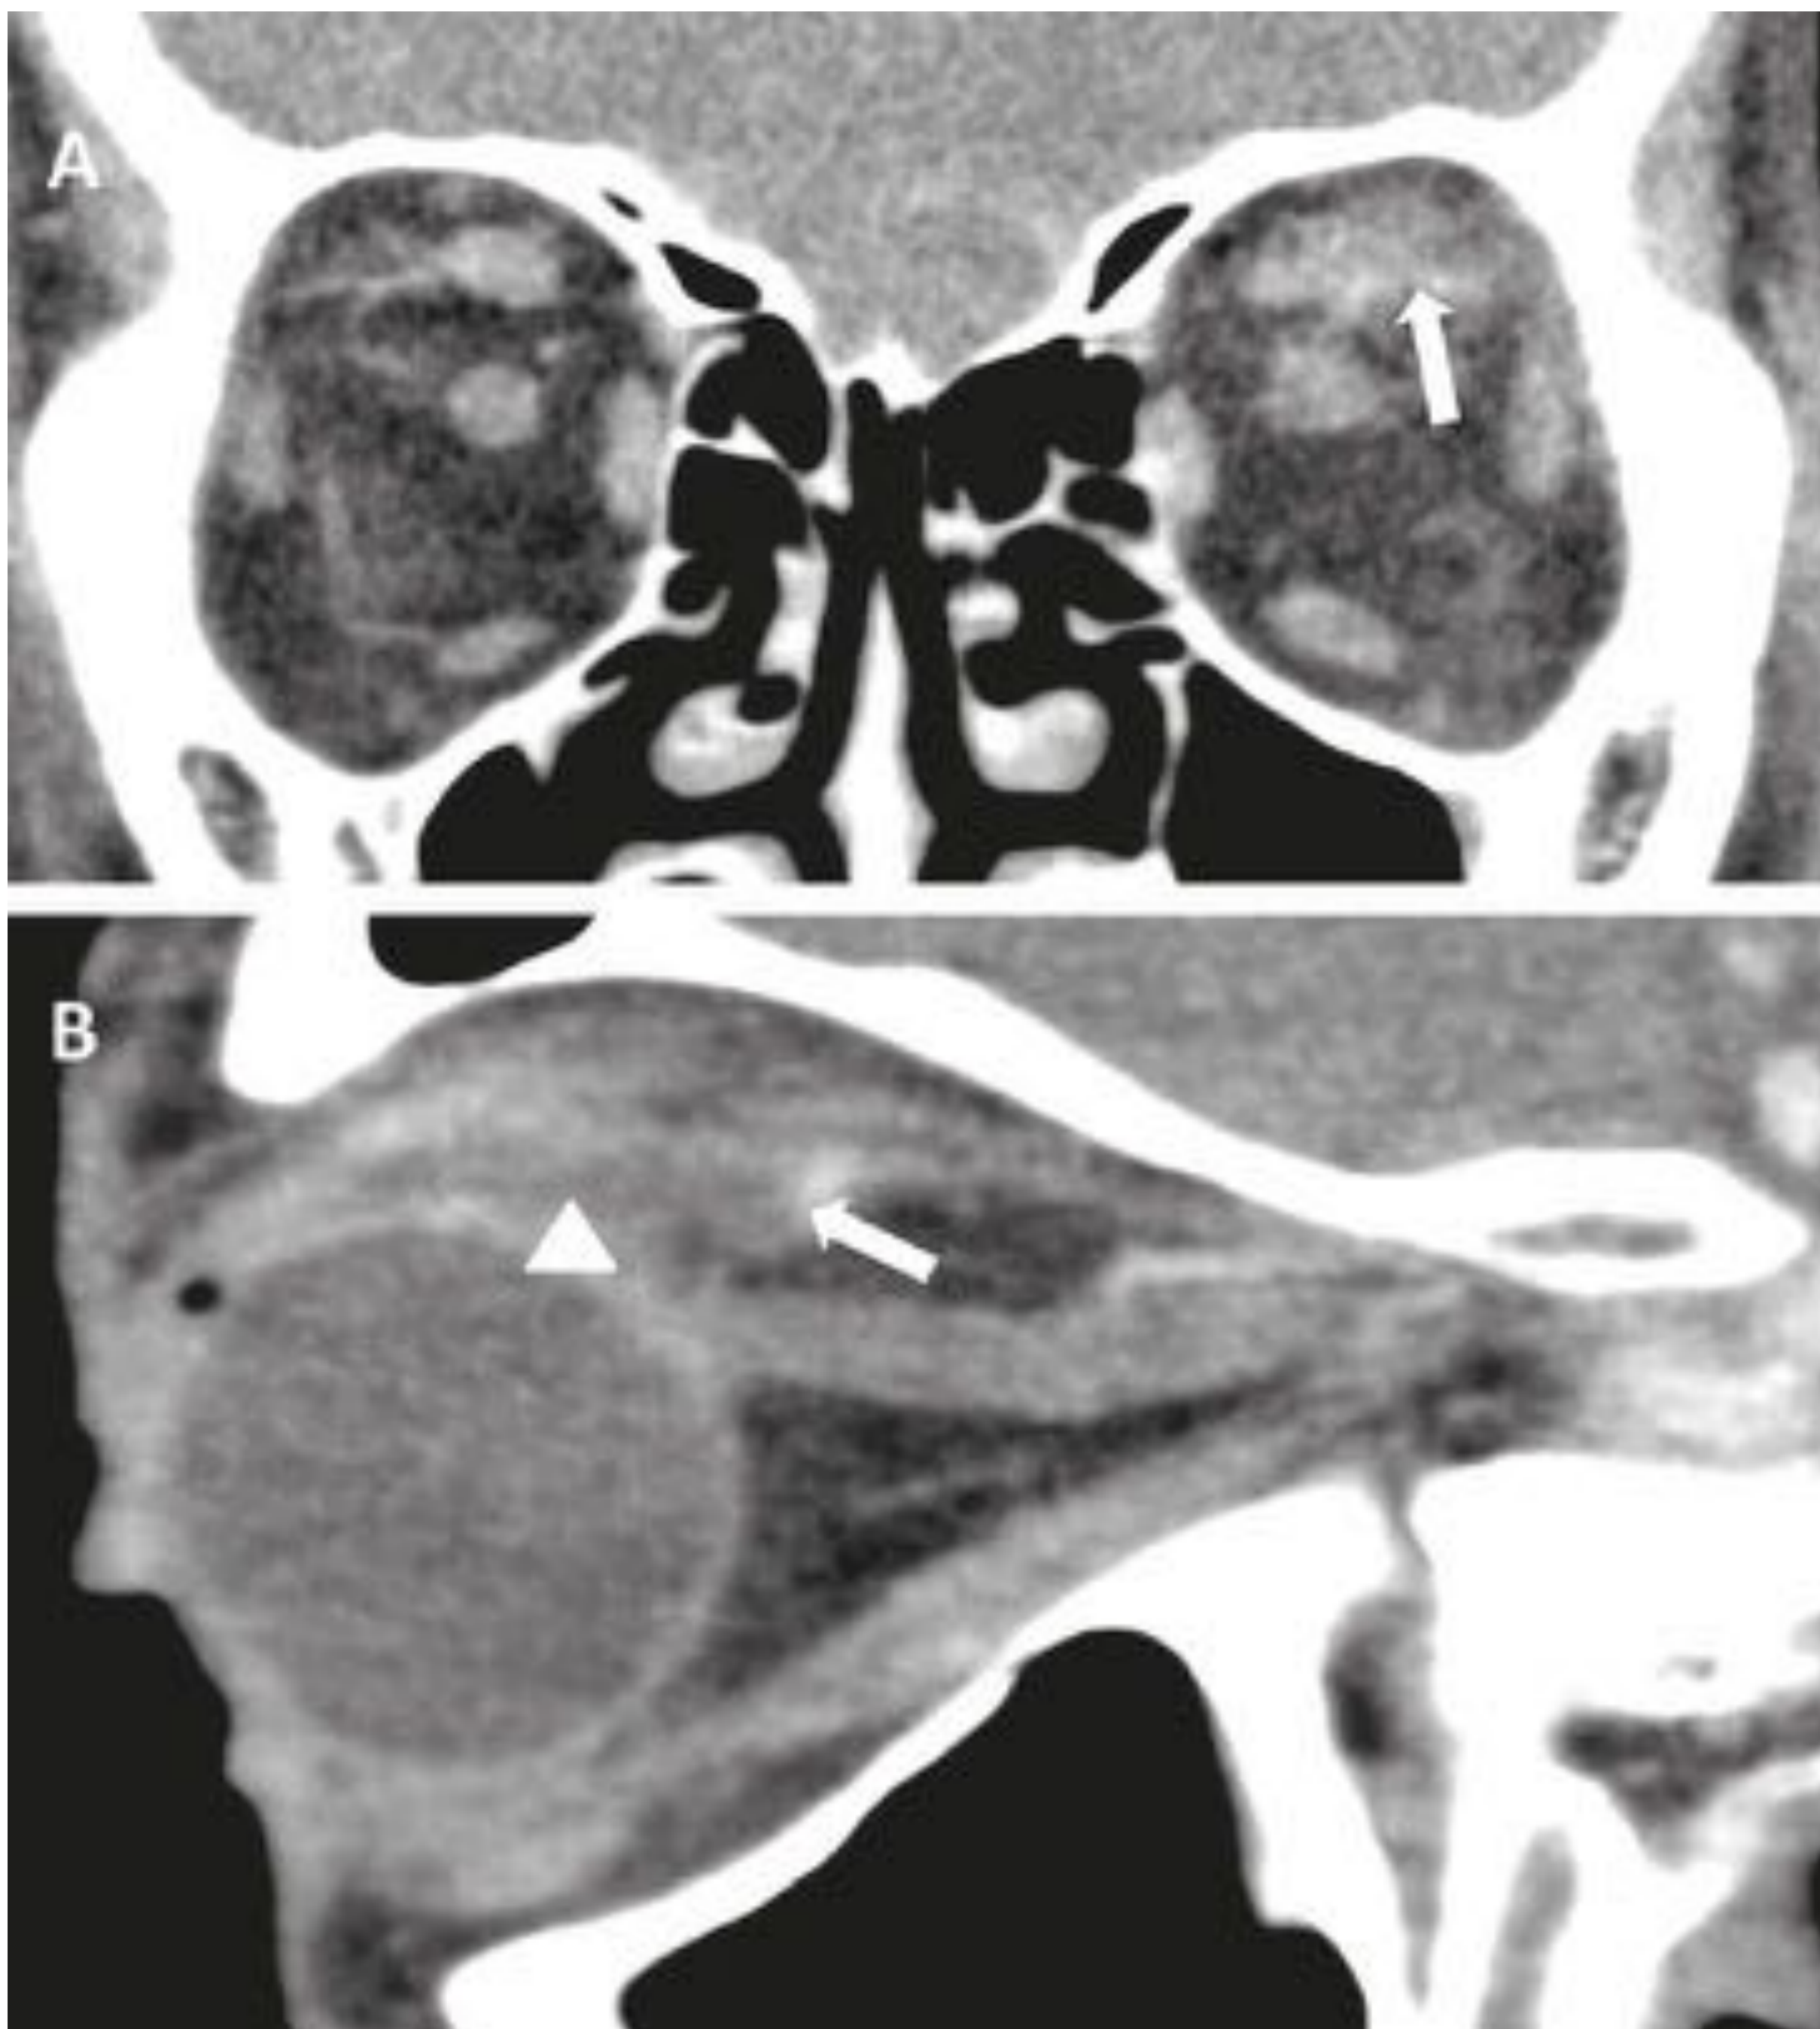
Miositis. TC coronal (A) y sagital (B) de órbita con contraste de una paciente con miositis del recto superior y oblicuo superior izquierdos. Engrosamiento irregular del músculo recto superior y oblicuo superior izquierdos, de bordes mal definidos, con aumento leve de su captación y trabeculación de la grasa adyacente sugestivo de miositis (flechas). Existe afectación de la inserción tendinosa anterior a diferencia de lo que ocurre en la orbitopatía tiroidea (punta de flecha).
